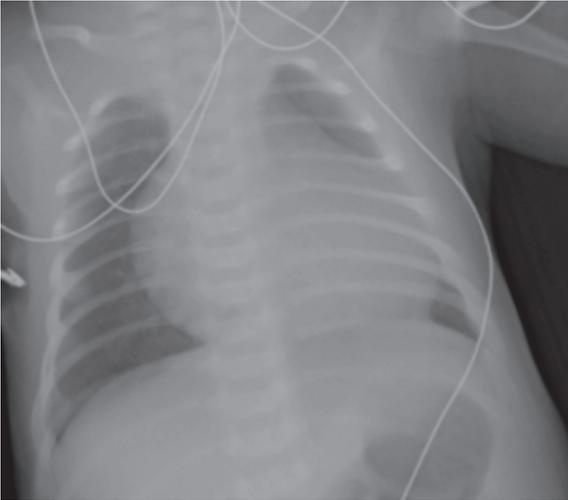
Рентгенограмма бессимптомного новорожденного с аномалией Эбштейна, кардиоторакальный индекс 0,6
